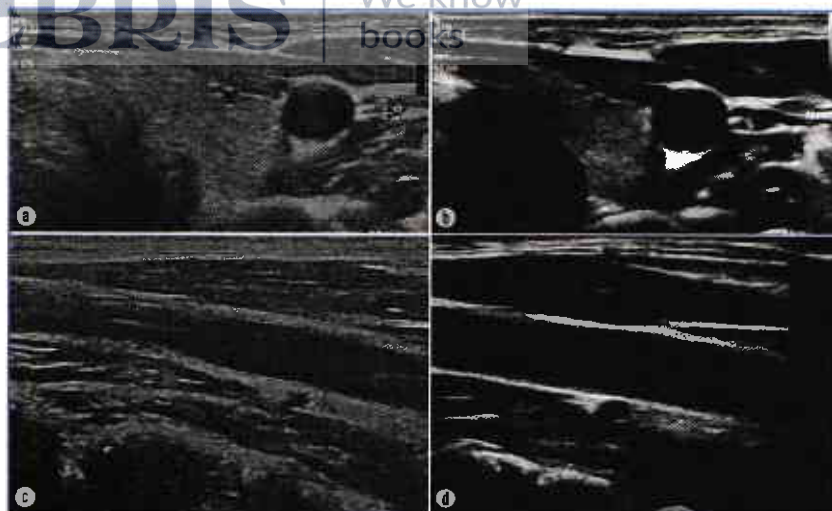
a,b,c,d. Aspectul imaginii ultrasonografice în scară gri în raport cu „excesul de gain” (a,c), respectiv „gain corect reglat” (b,d).
